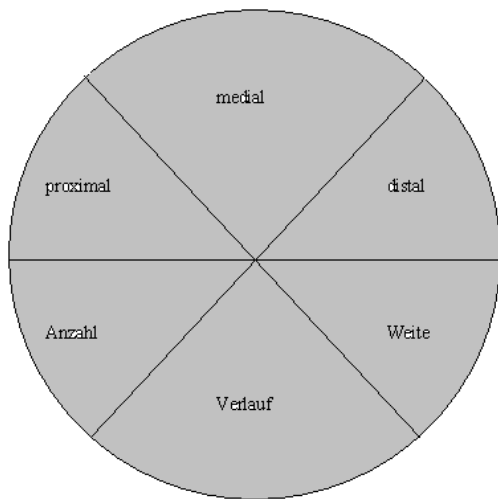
Nierenbecken Sonographie
